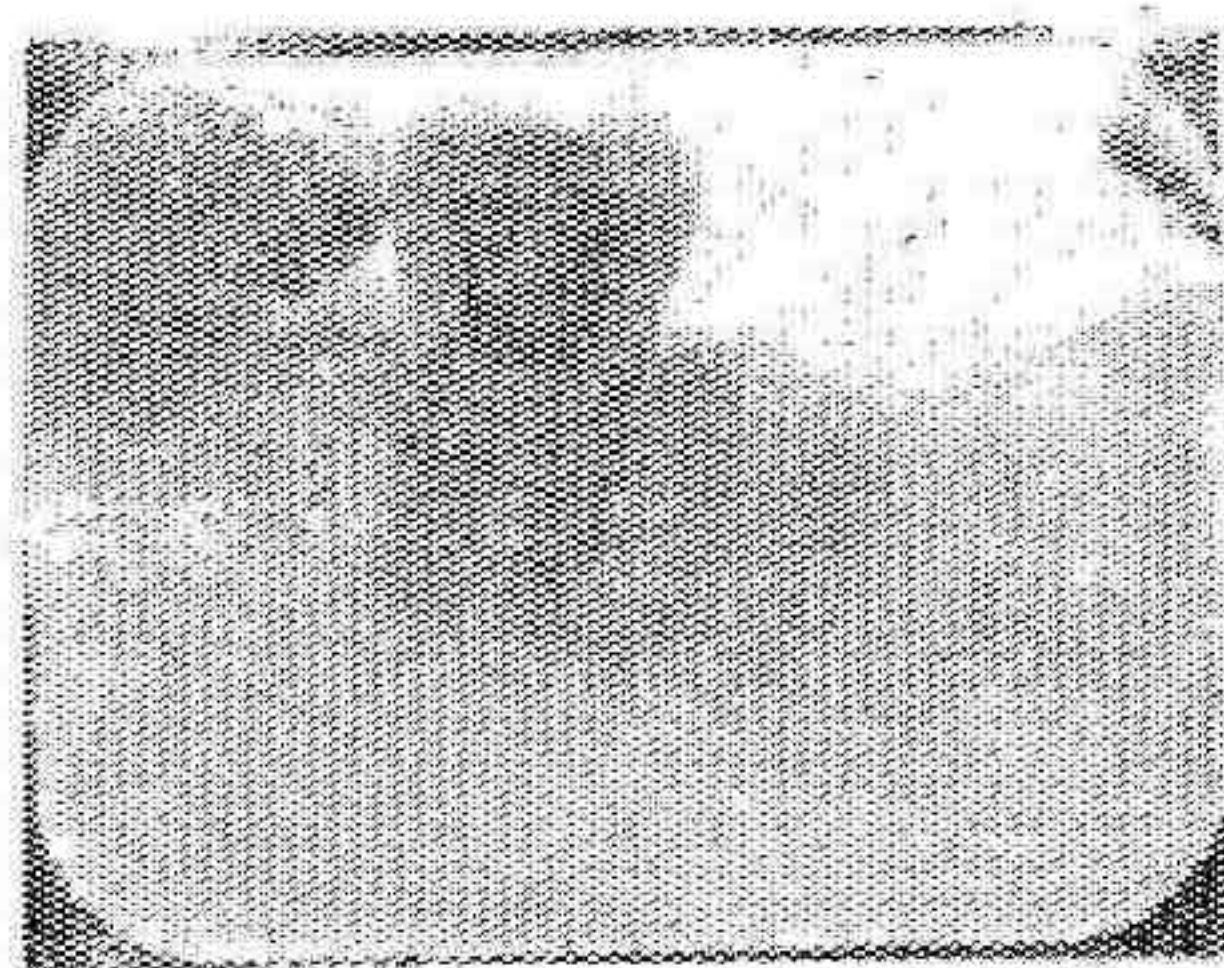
Fecha intervención: diciembre 1941. Tercer grado, sin pulpitis. Tratamiento arsenical y pulpotomía. Fecha radiografía: febrero 1944
